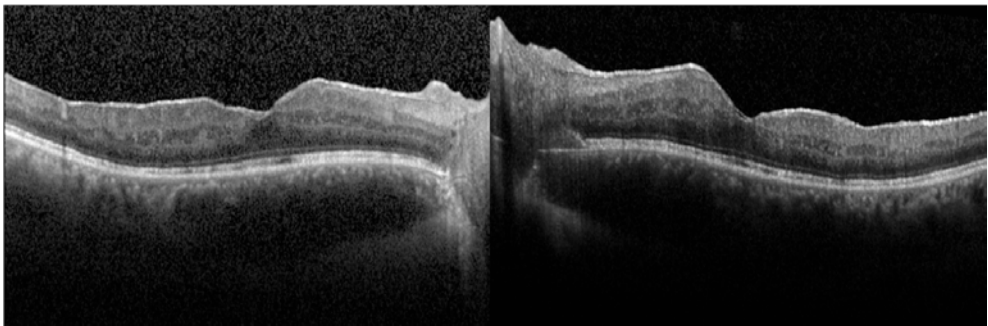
Tomografía de Coherencia Óptica de la mácula que muestra resolución completa del edema macular tras tratamiento con tocilizumab sistémico.
